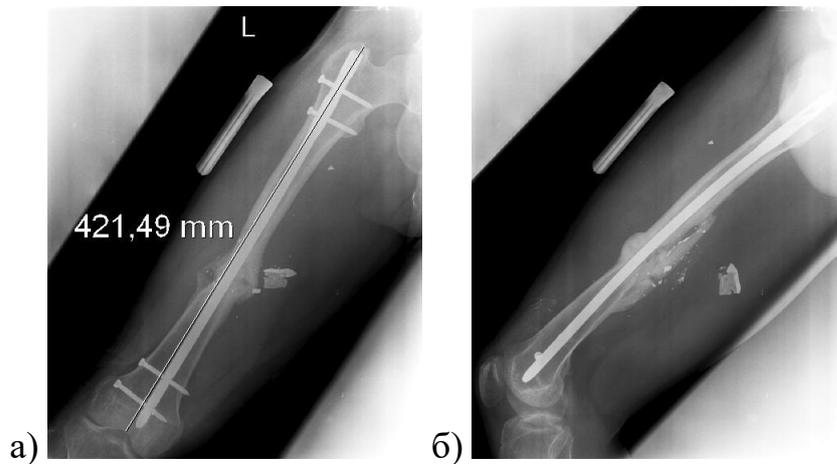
Раненый Т., 30 лет, рентгенограммы правого бедра через 7 мес. после остеосинтеза гвоздем: а) прямая проекция, б) боковая проекция
